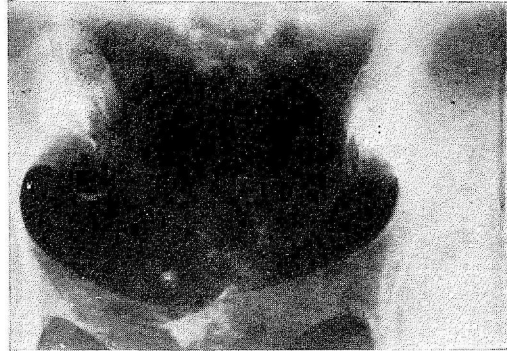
IV Radiografía. Ha desaparecido el contraste de las venas. Persiste en las trompas.
